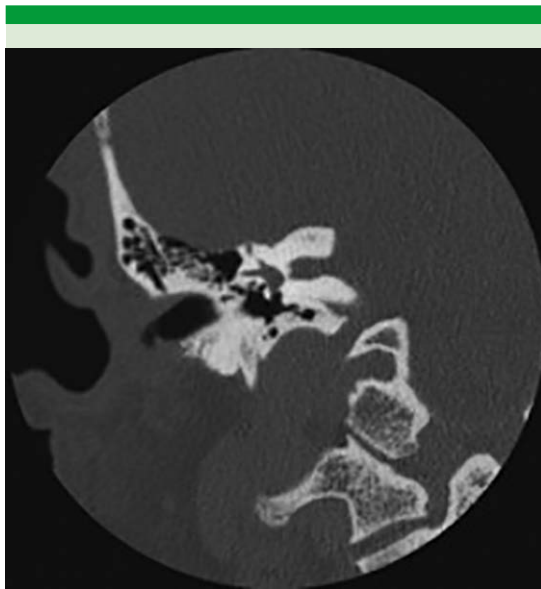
Tomografía computada de oídos. Oído derecho.
